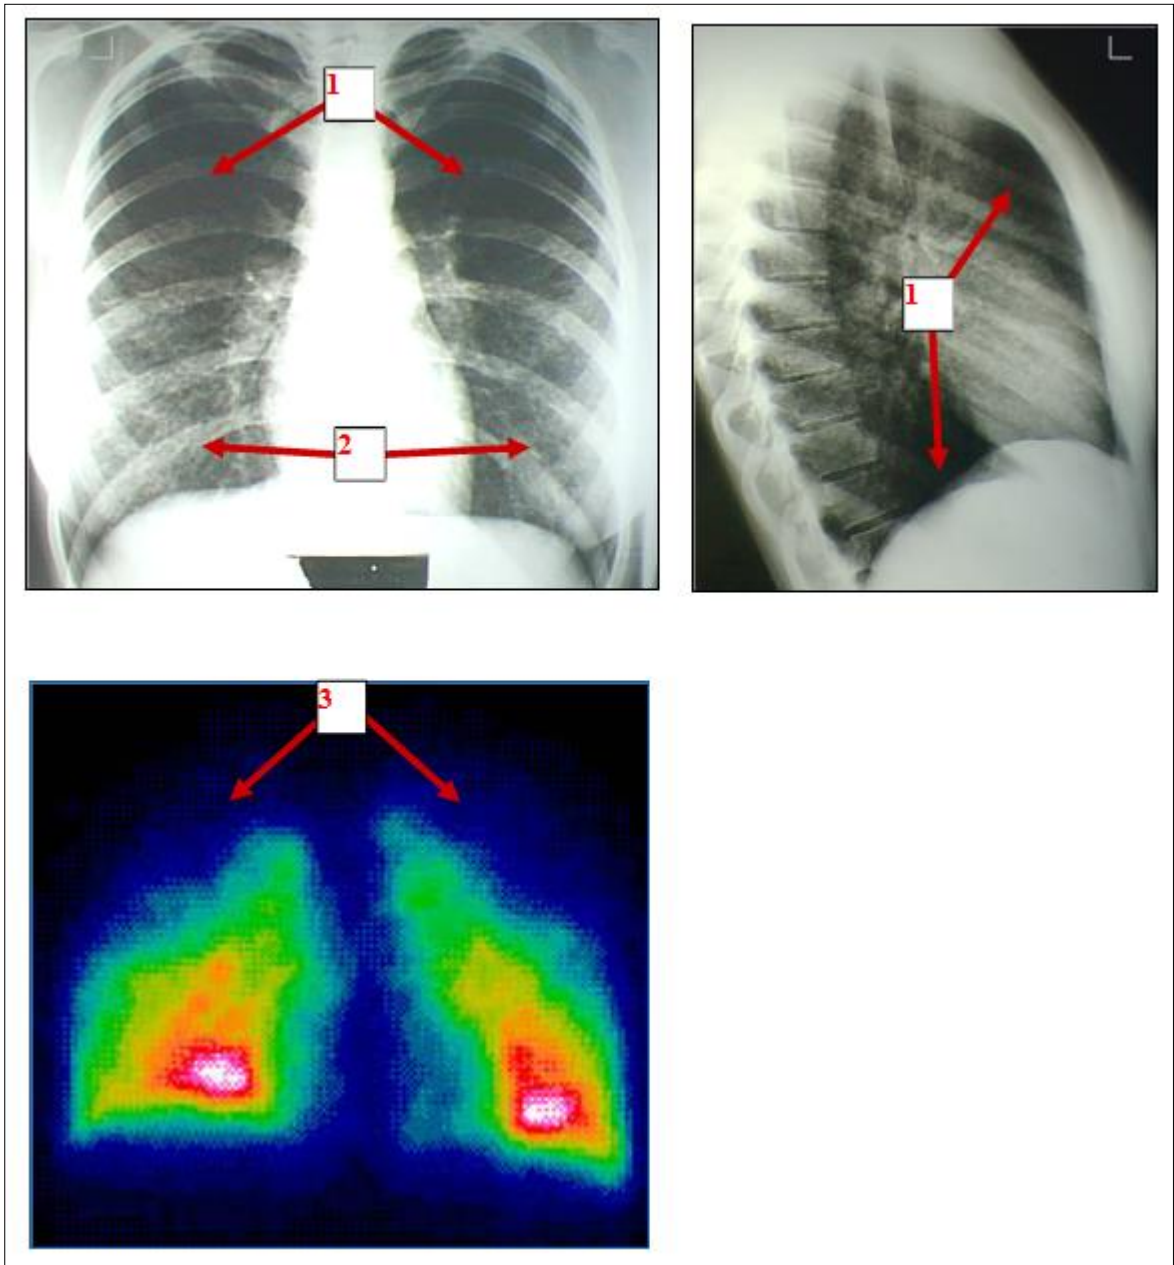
Рентгенограммы и планарная сцинтиграмма больной Д., 17 лет. 1 – повышенная воздушность. 2 – мелко- и среднеячеистая деформация легочного рисунка. 3 – симметричная редукция микроциркуляции с нарастанием изменений каудокраниально («пламя свечи»)
